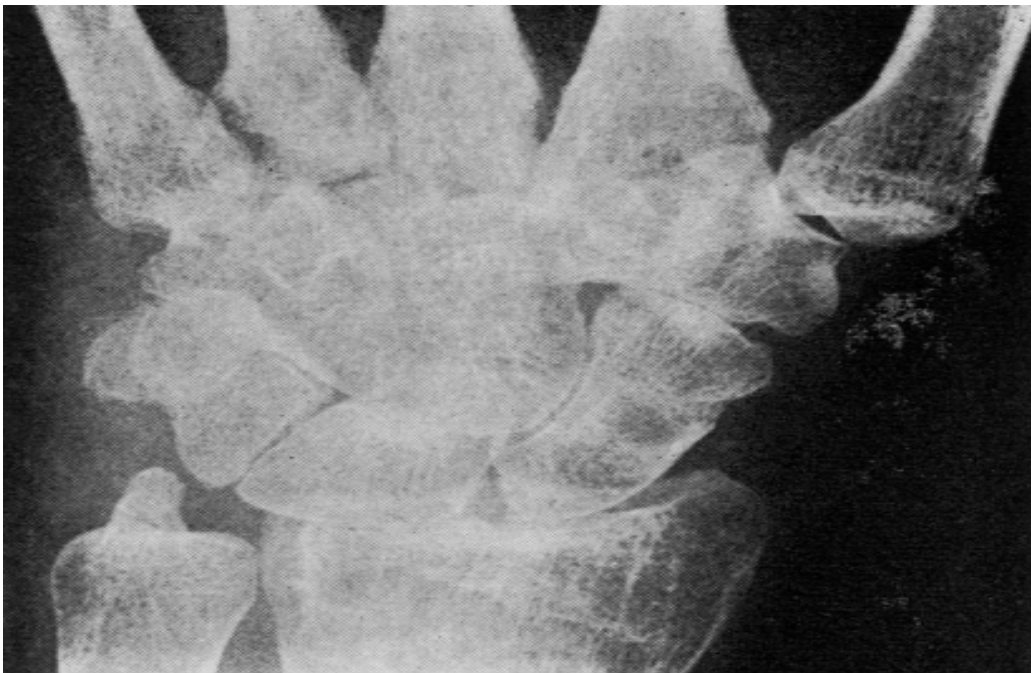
Une radiographie de la main montrant une carpite fusionnante avec érosion des MCP I'or de la MSA [1]
